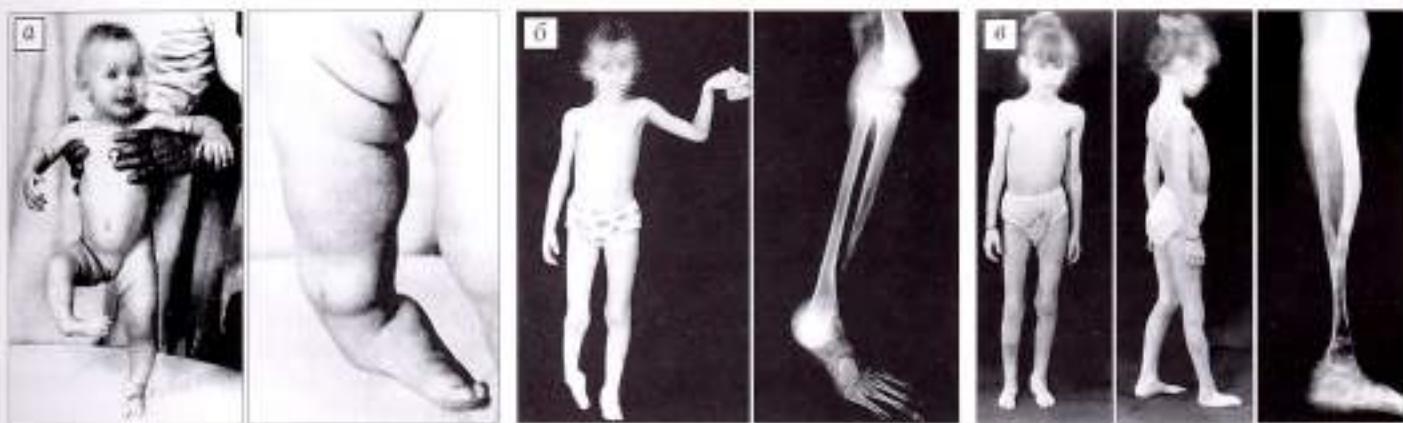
Внешний вид и рентгенограммы больной Г. с врожденным отсутствием дистального отдела большеберцовой кости: а — до операции в 8-месячном возрасте; б — в возрасте 5,5 лет; в — через 1,5 года после оперативного лечения.
